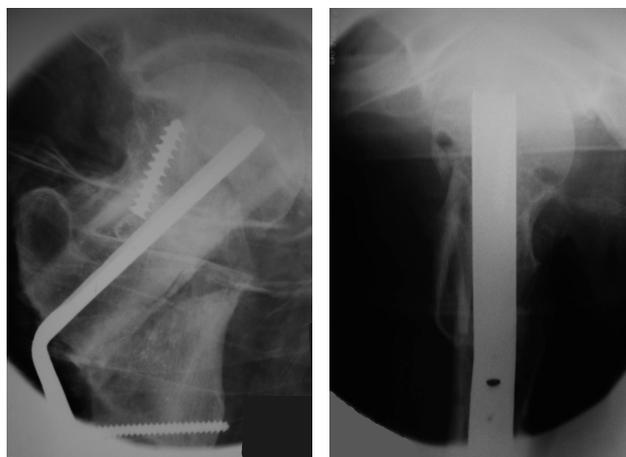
Рентгенограммы тазобедренного сустава пациента 3., 38 лет, непосредственно после операции: а – прямая проекция, б – аксиальная проекция
